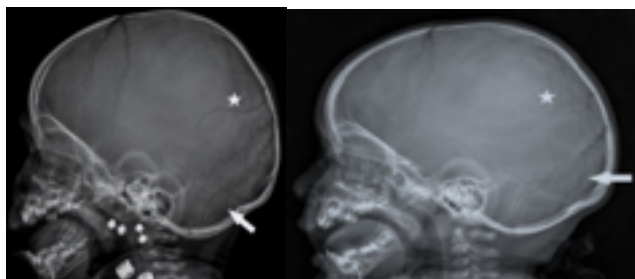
Radiografías de cráneo en posición de perfil realizada en el momento del ingreso hospitalario (imagen a la izquierda). Se aprecian dos fracturas, una lineal con orientación horizontal sobre la parte posterior del hueso parietal (estrella), a una fractura longitudinal que cruza la sutura lambdaoidea. En la radiografía homónima a los 60 días de seguimiento, se aprecian signos de reabsorción de ambas fracturas, indicando la resolución mediante el manejo conservador (imagen a la derecha).
